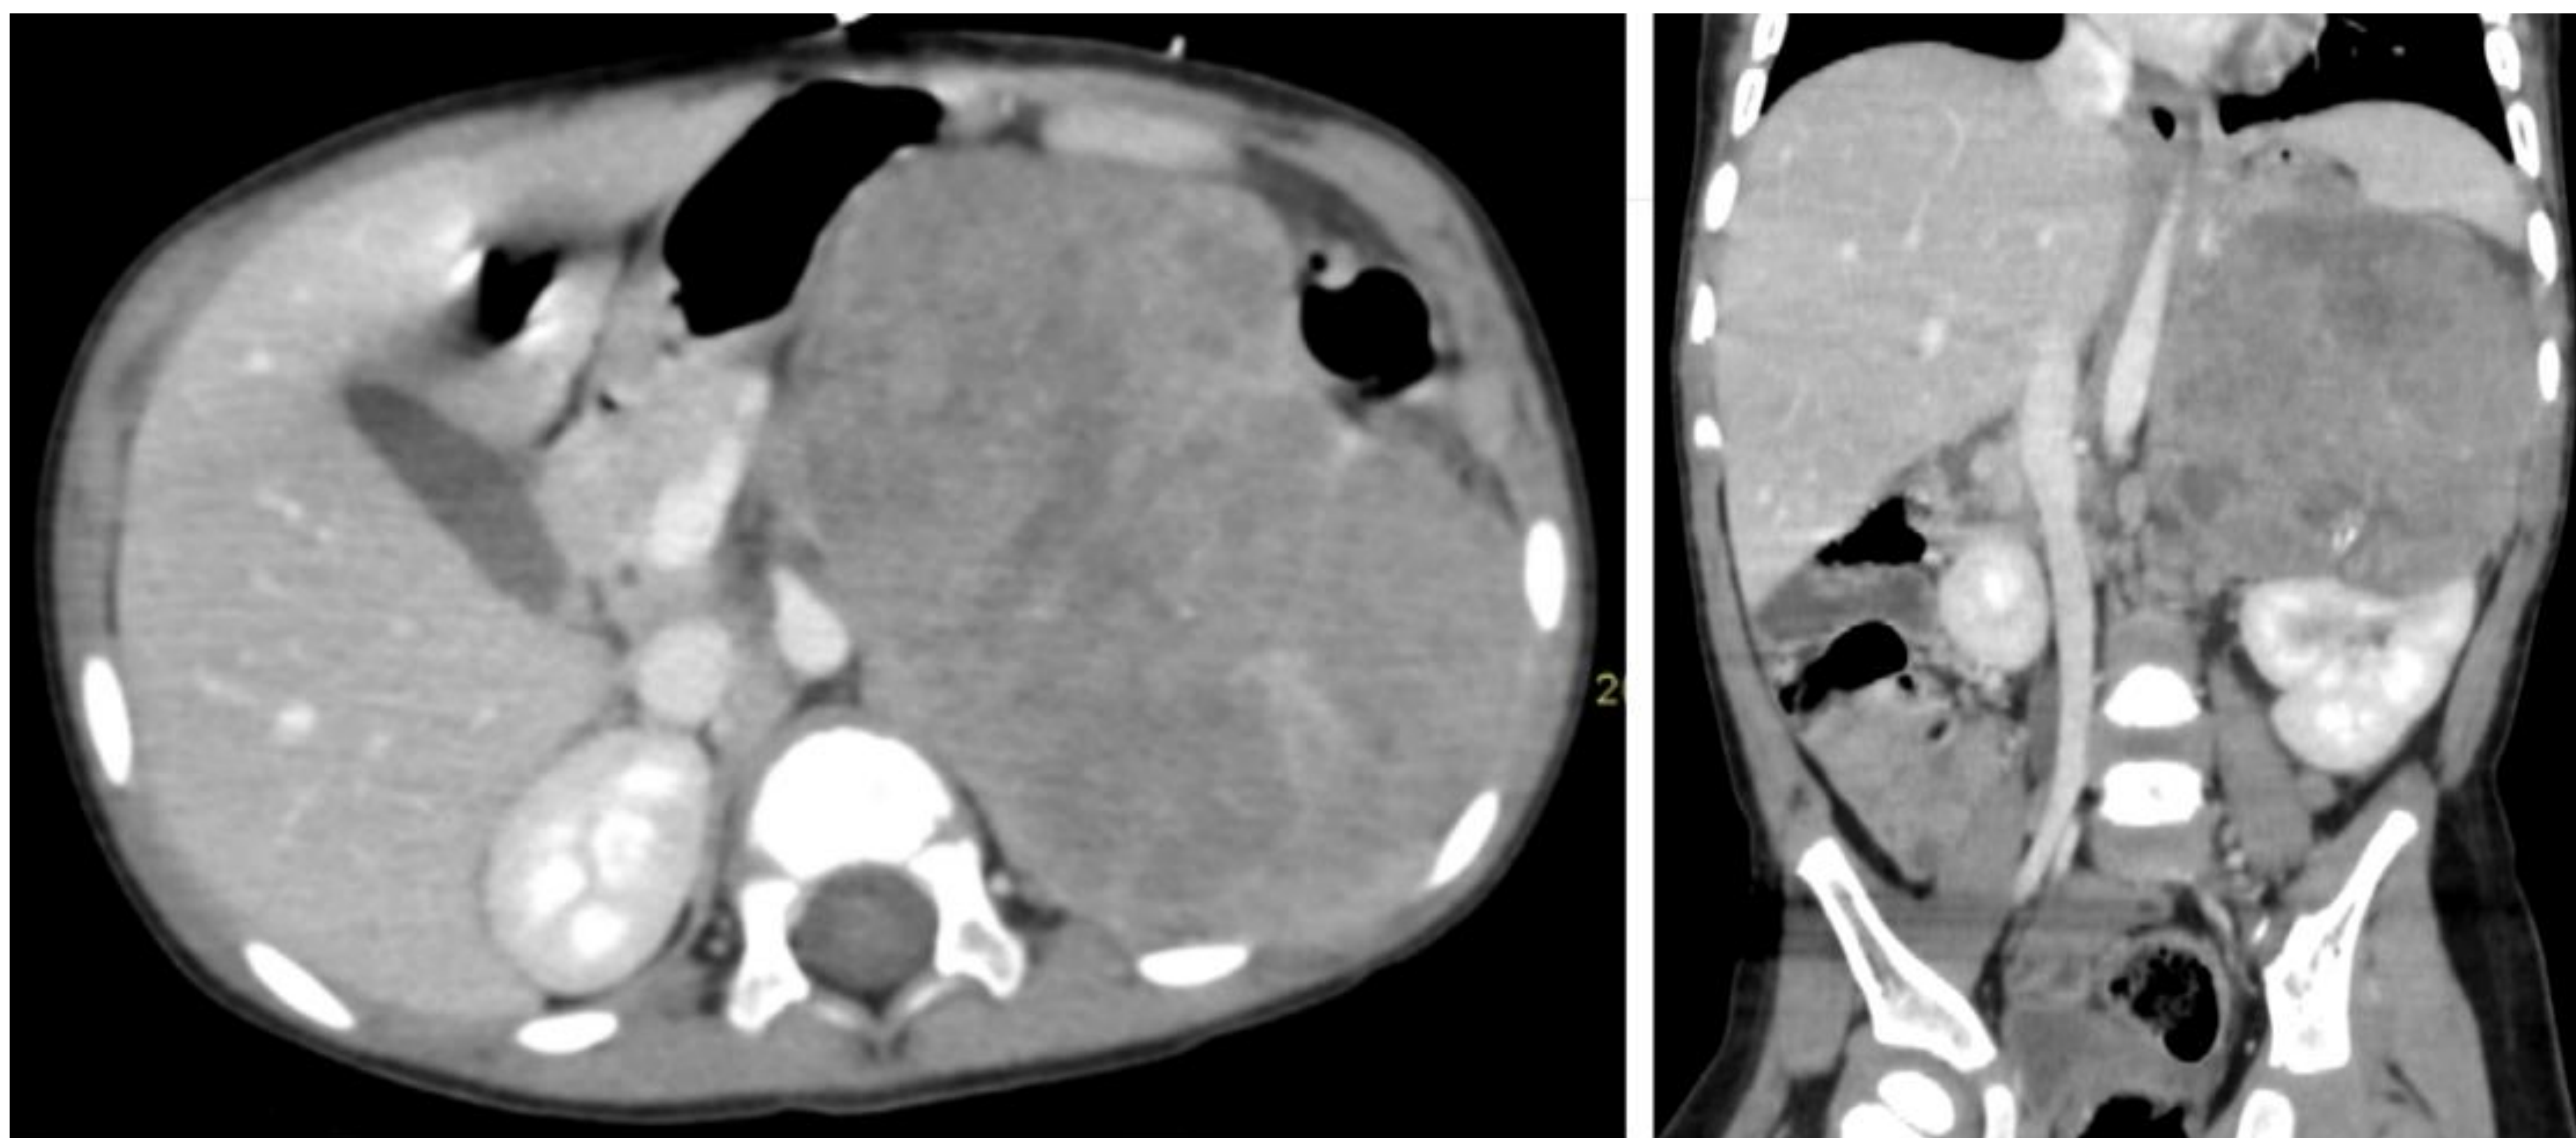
TC abdominal axial con contraste endovenoso en el que se observa voluminosa masa suprarrenal izquierda heterogénea con áreas hipodensas sugestivas de necrosis. La lesión contacta y desplaza el riñón izquierdo caudalmente y contacta con la aorta.
